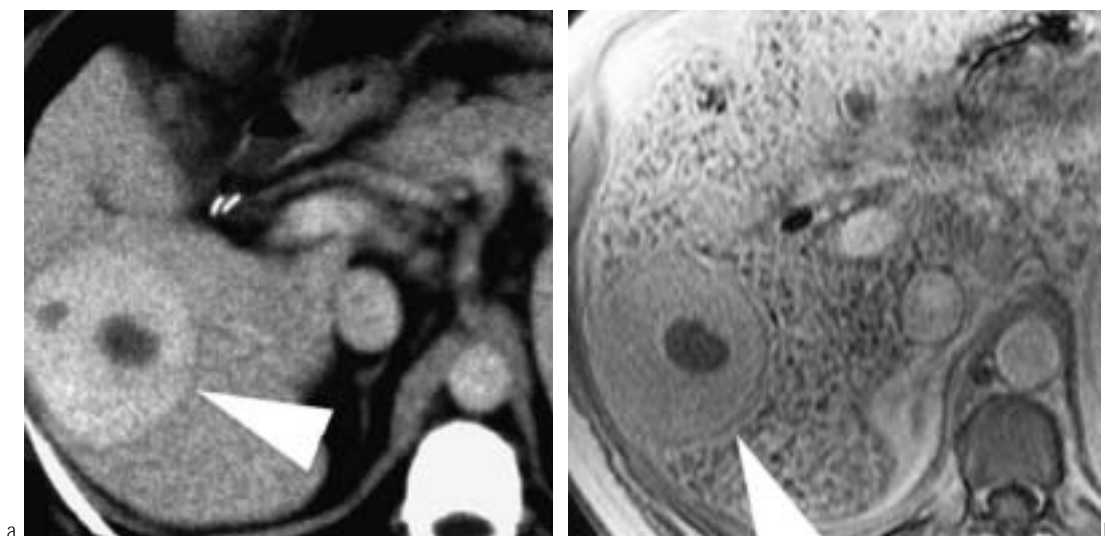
Carcinome hépatocellulaire bien différencié chez le même malade que fig. 5. Le scanner comme l'IRM, sur des images réalisées en phase de post-équilibre précoce, montrent l'absence de rehaussement de la capsule ce qui confirme son caractère collagène pur ; il aurait fallu réaliser une acquisition encore plus tardive pour observer son rehaussement.
